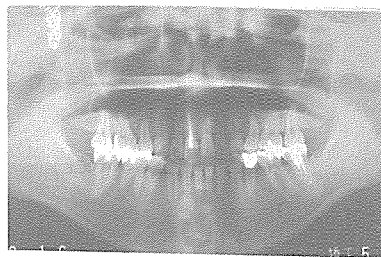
증례 2의 술후 orthopantomogram 사진
